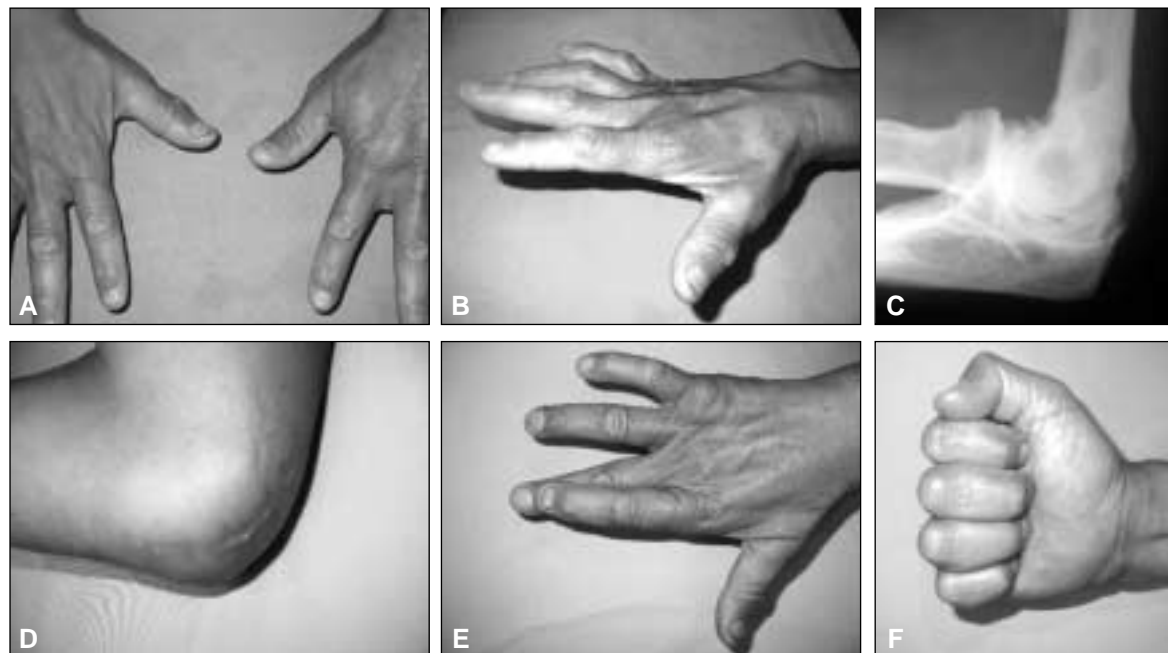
Paciente varón de 46 años, diestro, con STC de grado III. A. Atrofia de la primera comisura. B. Mano en garra. C. Radiografía con artritis degenerativa de codo. D. Buen aspecto de la cicatriz. E. Recuperación parcial de la musculatura intrínseca y de la fuerza del puño (F).
